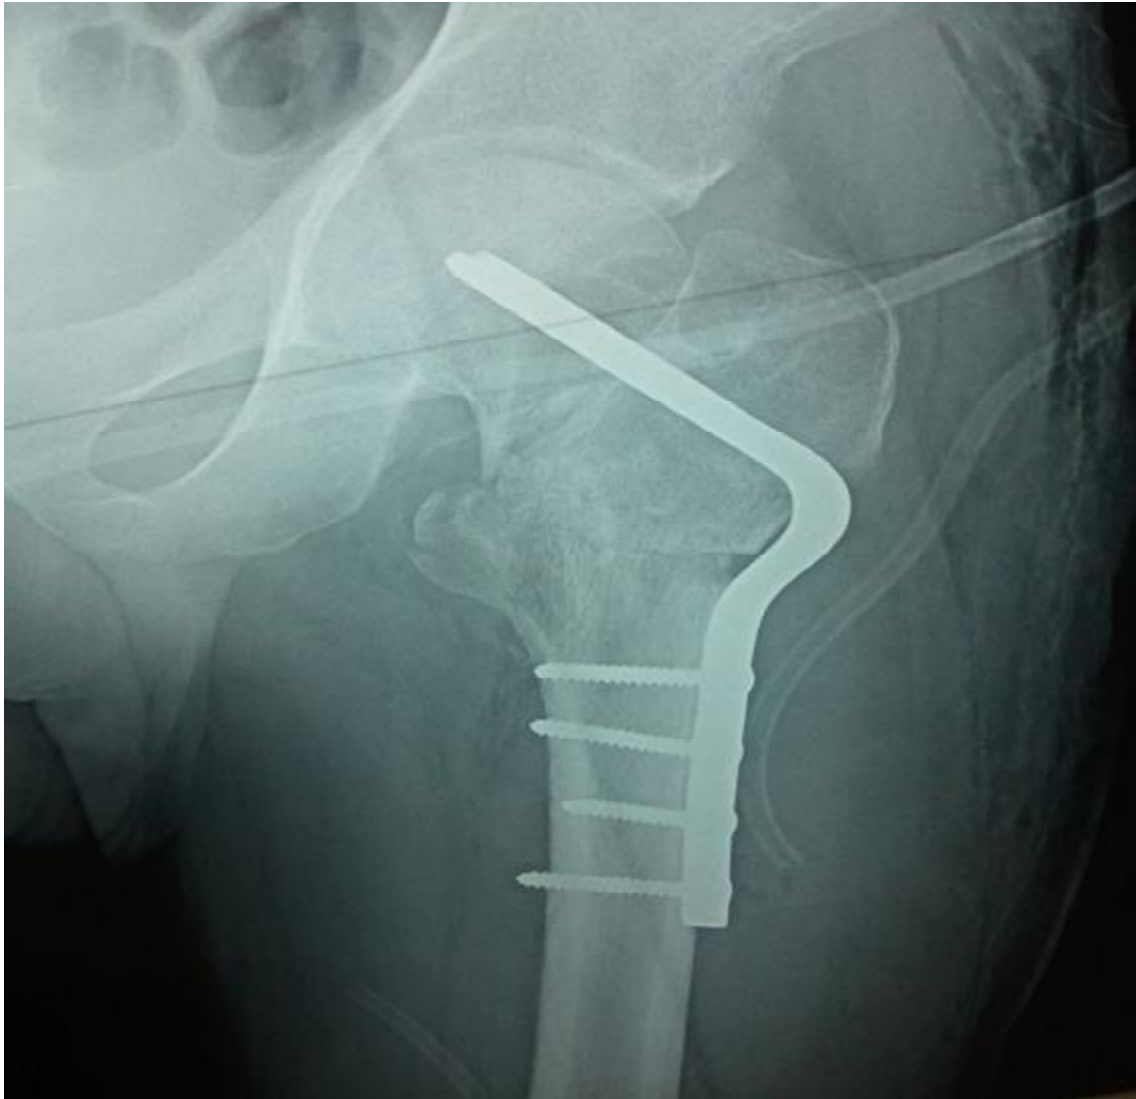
Radiographie post-opératoire (angle de valgisation à 30°)
